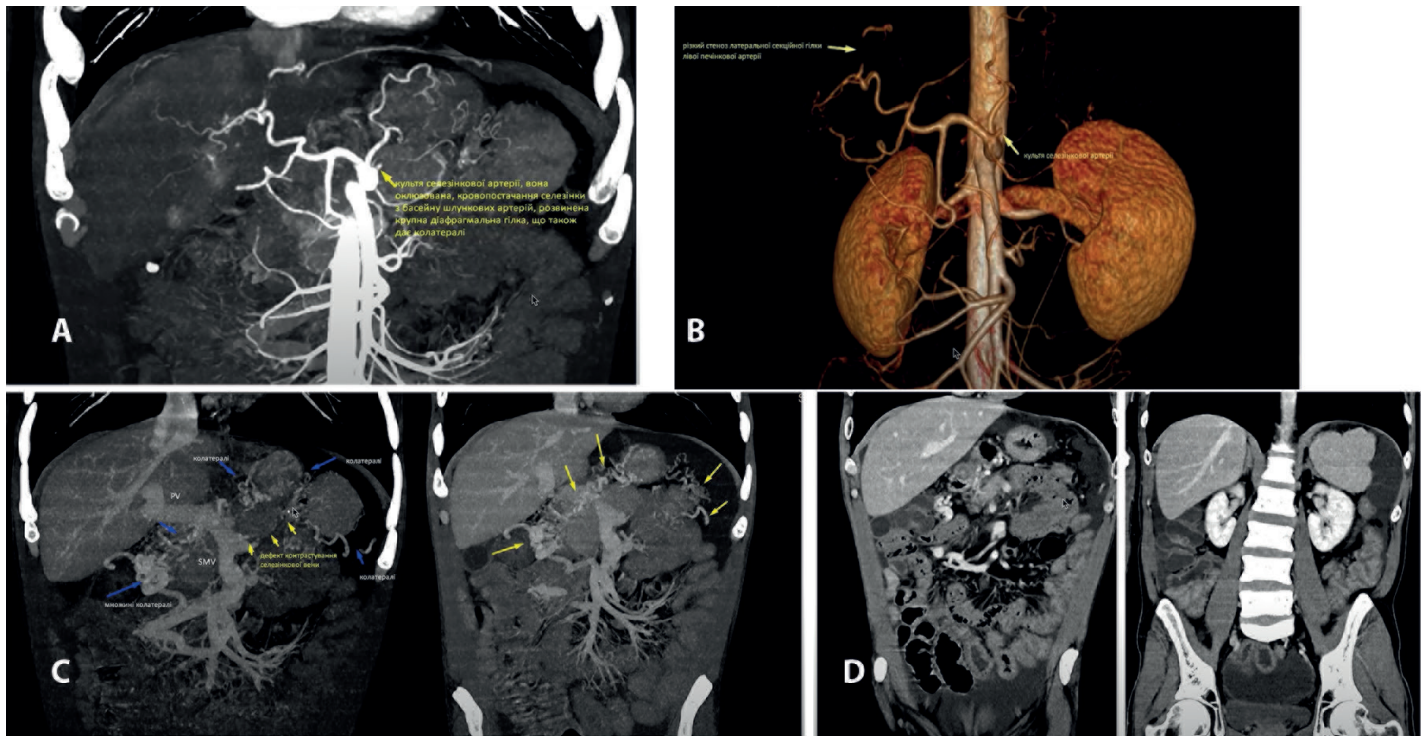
КТ органів черевної порожнини пацієнта Б., 38 років (власне спостереження): А–В — культя селезінкової артерії, сама артерія не візуалізується; С — оклюзія СВ та верхньої брижової вени, численні колатералі, повнокровність брижових вен, розширення портальної вени, печінка не збільшена, ознак цирозу немає; D — асцит, повнокровність брижових вен, венозні колатералі, прохідність печінкових вен, горбиста селезінка
